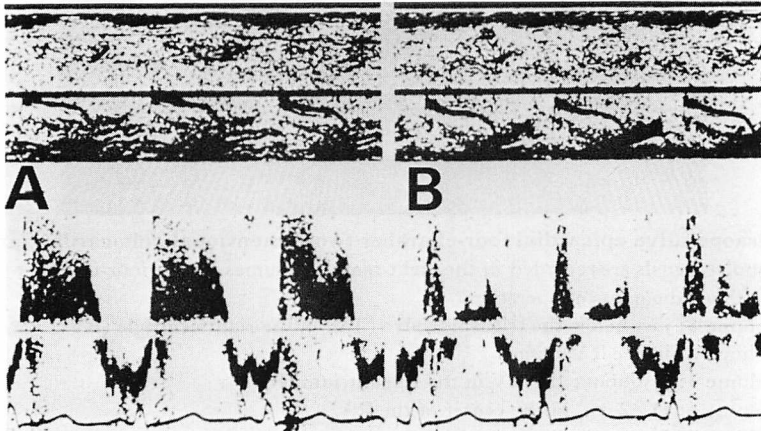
Intraoperative pulsed Doppler signals in the right atrium.
